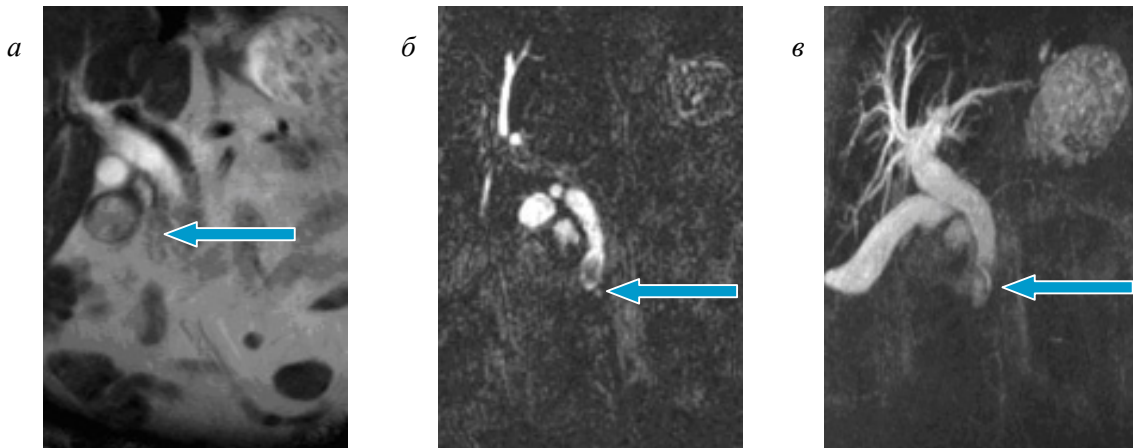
МРТ. Крупный конкремент терминального отдела холедоха:
